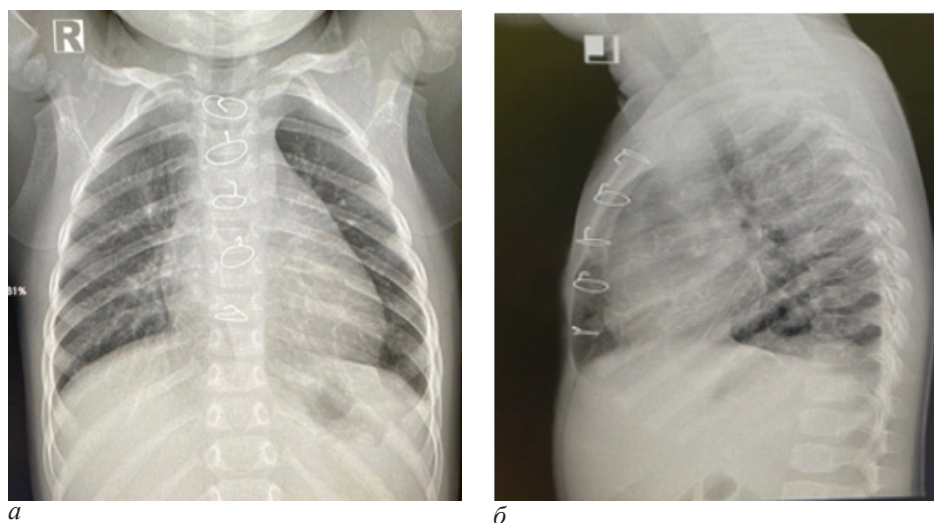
На контрольных рентгенограммах органов грудной клетки в прямой и левой боковой проекциях определяется положительная рентген-динамика по сравнению с предыдущим исследованием: увеличение объема и улучшение пневматизации нижних отделов левого легкого. Сердце расположено обычно. Средостение контурируется четко.
